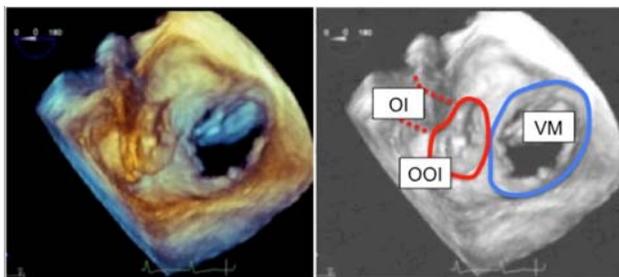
Dispositivo de cierre percutáneo de orejuela izquierda, obturando la entrada de la misma. Imagen de ecocardiografía transesofágica. VM: válvula mitral (visión desde el lado auricular), OOI: oclusión de orejuela izquierda, OI, trayecto de orejuela izquierda.
